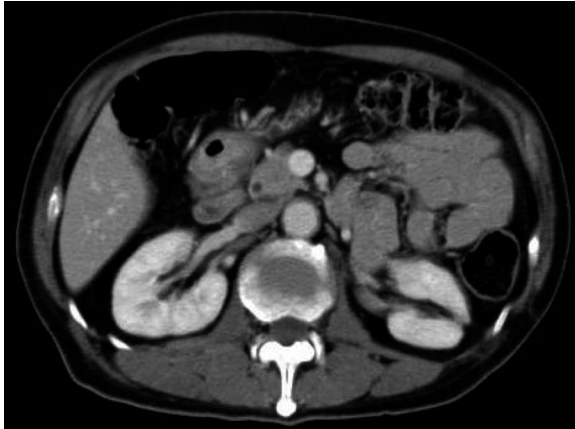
Enhanced CT after one month treatment revealed nodular lesions disappeared.
